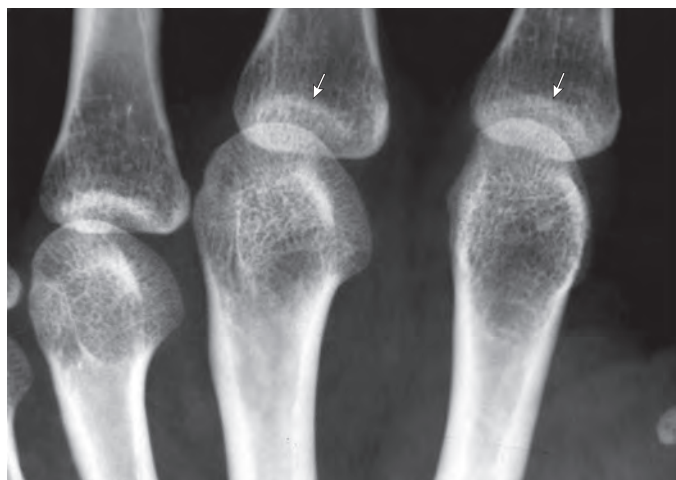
Рентгенограмма II-IV пястно-фаланговых суставов левой кисти. Околосуставной остеопороз. Истончение и уменьшение рентгеновской плотности компактного слоя суставных впадин первых фаланг II-III пальцев (*стрелки*)
